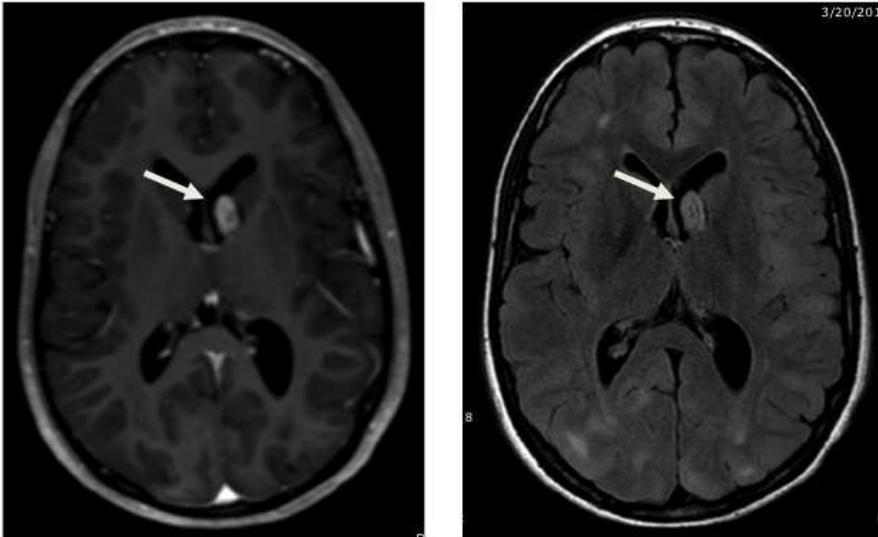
Esclerosis tuberosa. Imágenes en T1 ponderado con contraste aumentado y FLAIR en una adolescente de 17 años de edad con esclerosis tuberosa demostrando un astrocitoma subependimario de células gigantes en el cuerno frontal izquierdo cerca del foramen de Monro. Observe los incrementos de la señal en las cortezas frontal y parieto-occipital representando hamartomas.
